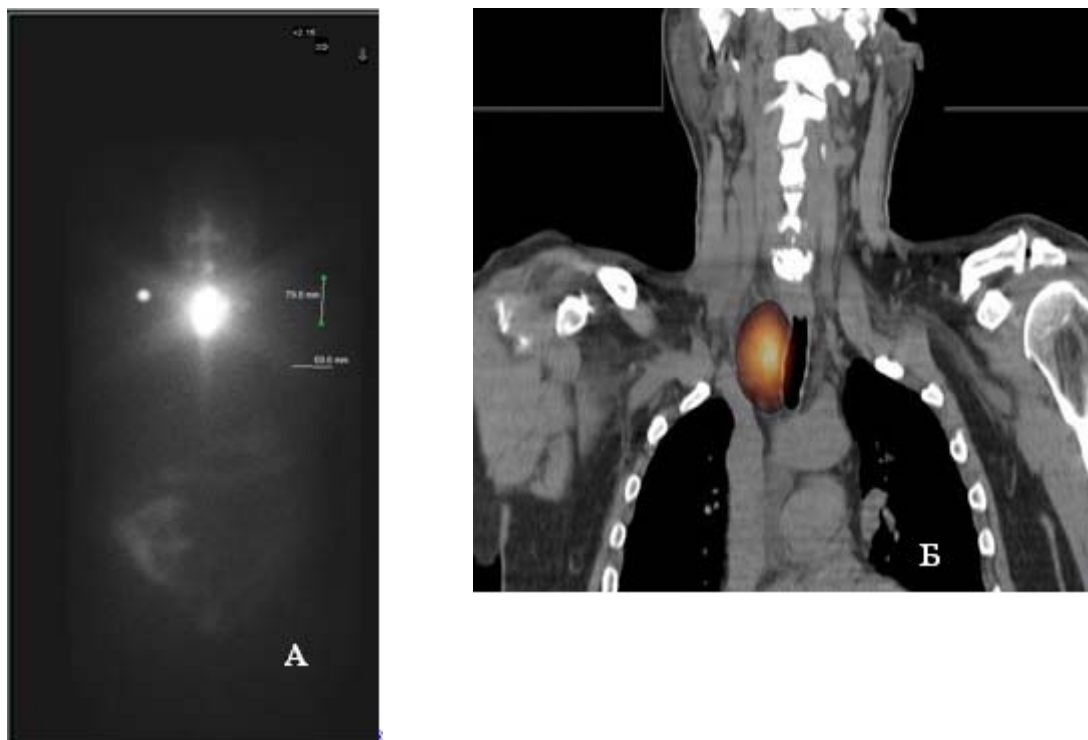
а) Планарная сцинтиграфия всего тела после радиойодтерапии ^{131}I . Очаг гиперфиксации РФП в проекции лимфатических узлов верхнего средостения.
